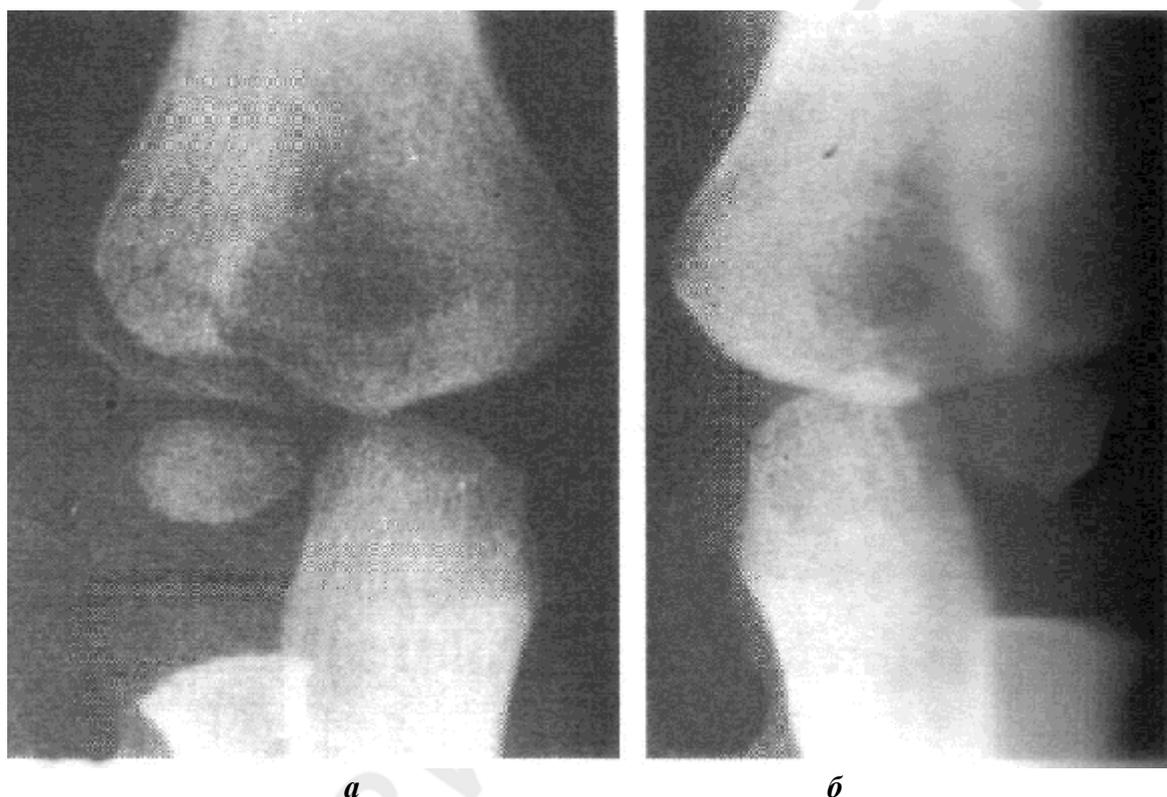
Сравнительное рентгенологическое обследование конечности с переломом и противоположной неповрежденной:
